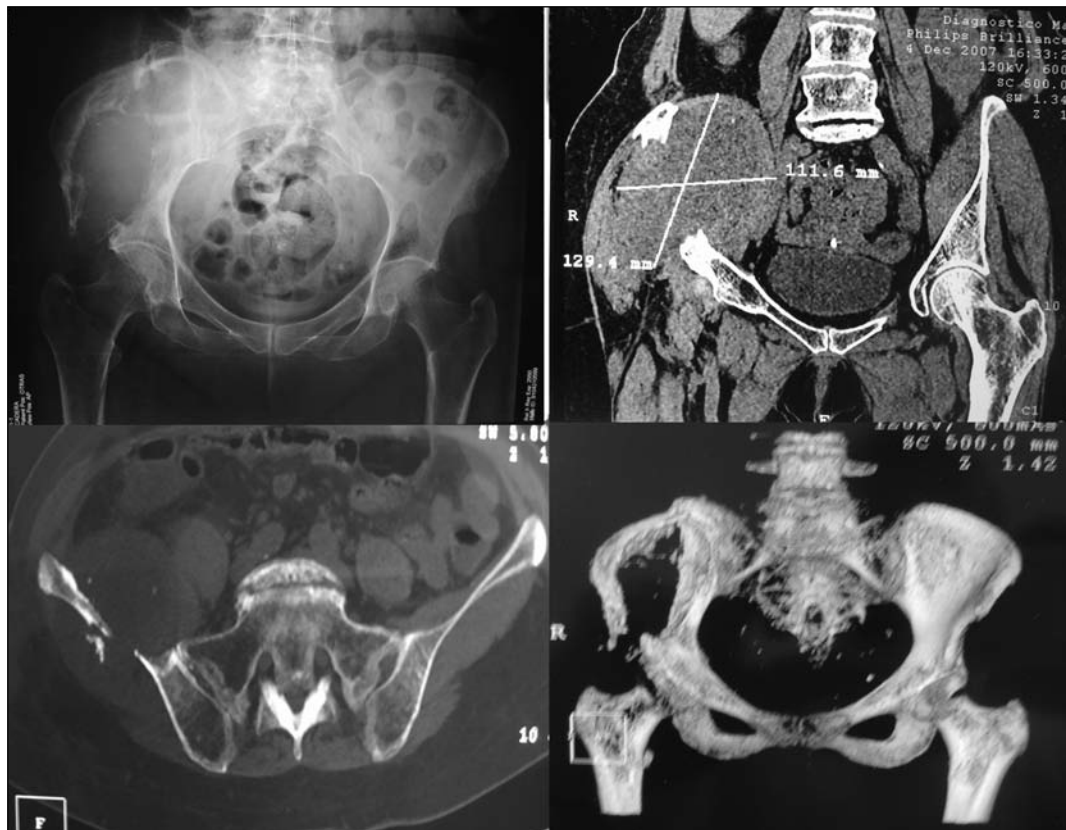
Estudios preoperatorios (sólo radiografía, tomografía computarizada y reconstrucción tridimensional) del caso 4. Se puede observar la magnitud de la lesión que compromete la región I.
